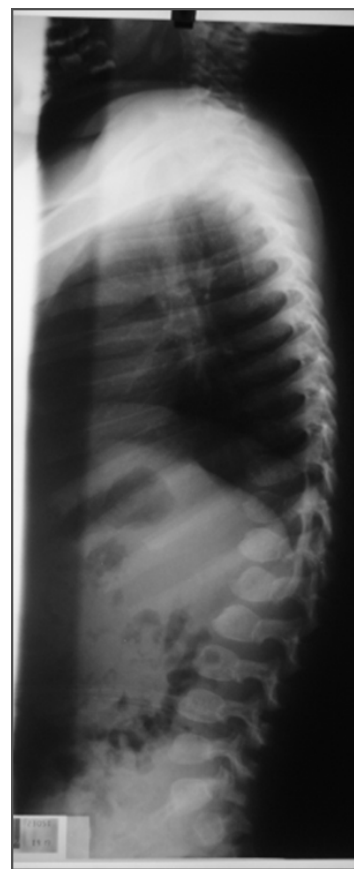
Radiografía de columna lateral total de paciente con mucopolisacaridosis tipo I que muestra vértebras lumbares ovoideas, en cuña y en “boca de pescado”. Se observan también costillas “en remo”
